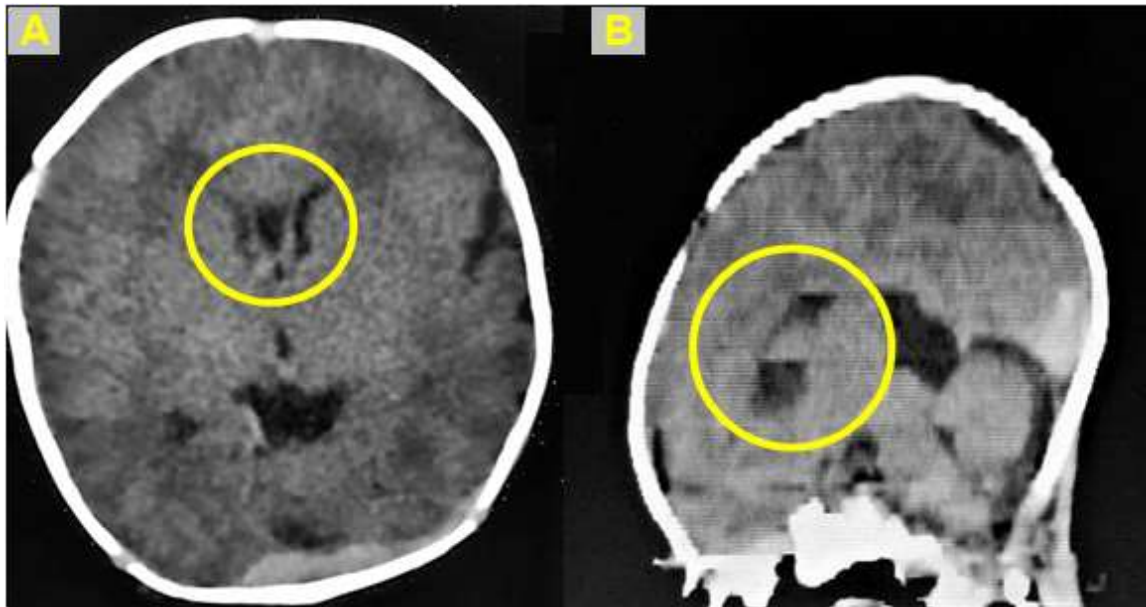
A y B. Corte axial y sagital de TAC simple de cráneo donde se aprecia las prolongaciones frontales de los ventrículos laterales conocido como *cavum de septum pellucidum*.
